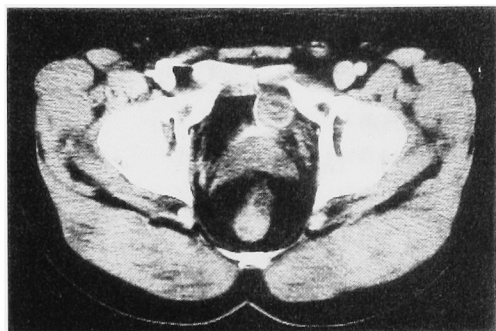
CT scan of pelvis shows 3 cm solid mass protruding into vesical cavity.
